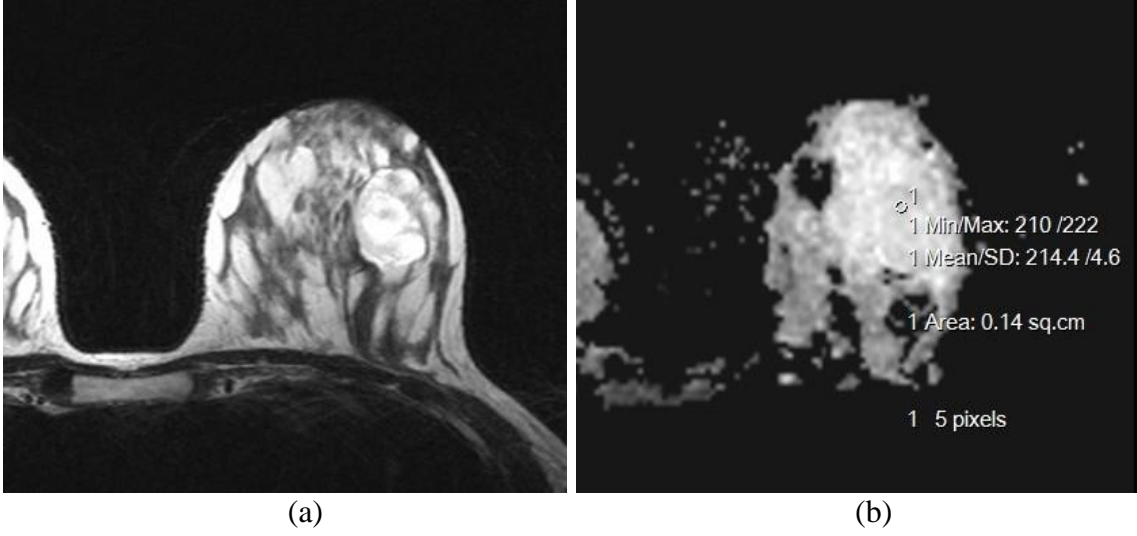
Memede ele gelen kitle şikayeti olan, USG'de düzgün konturlu, yuvarlak, solid-kistik alanlar içeren heterojen hipoekoik kitlesi bulunan 31 yaşında bayan olgu
